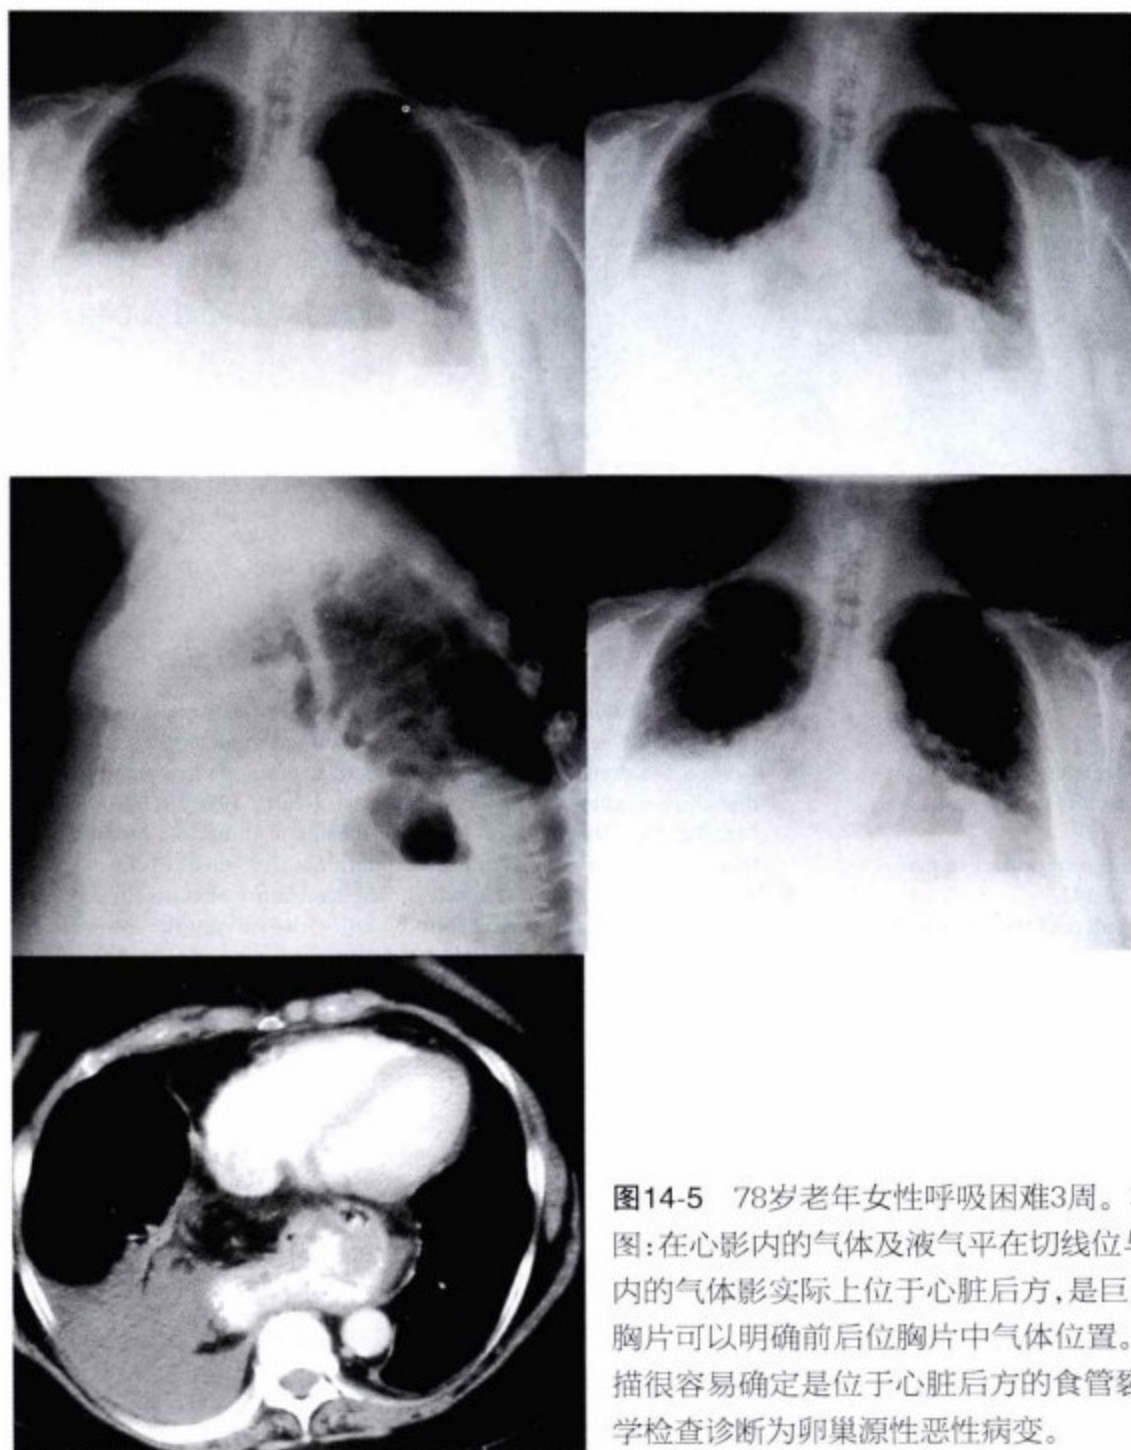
78岁老年女性呼吸困难3周。右侧大量胸腔积液引起呼吸困难。左上图:在心影内的气体及液气平在切线位与心包无关。右上图和左中图:正位心影内的气体影实际上位于心脏后方,是巨大的食管裂孔疝而不是心包积气。侧位胸片可以明确前后位胸片中气体位置。右中图和下图:心影内的气体影 CT 扫描很容易确定是位于心脏后方的食管裂孔疝内,而不是心包积气。胸水经细胞学检查诊断为卵巢源性恶性病变。
